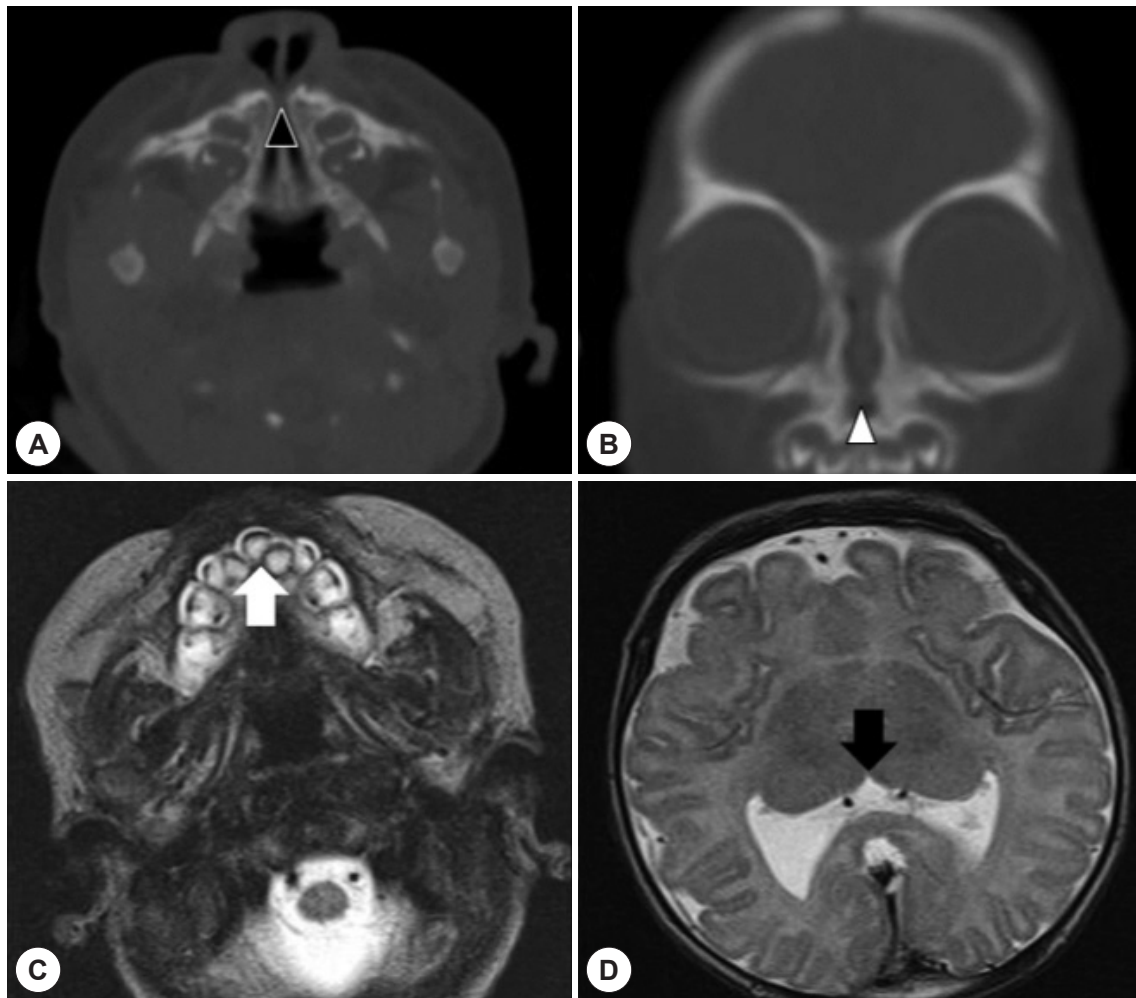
Radiology of congenital nasal pyriform aperture stenosis. (A) Axial view of facial CT image, note that narrow width of nasal pyriform aperture. a black arrowhead indicates nasal pyriform aperture (B) Coronal view of facial CT image, note that narrow width of nasal pyriform aperture. a white arrowhead indicates nasal pyriform aperture (C) MRI demonstrates associated anomalies with congenital nasal pyriform aperture stenosis, a white arrow indicates a single median maxillary central incisor and (D) MRI demonstrates associated anomalies with congenital nasal pyriform aperture stenosis, a black arrow indicates a monoventricle which can be seen in lobar holoprosencephaly.
